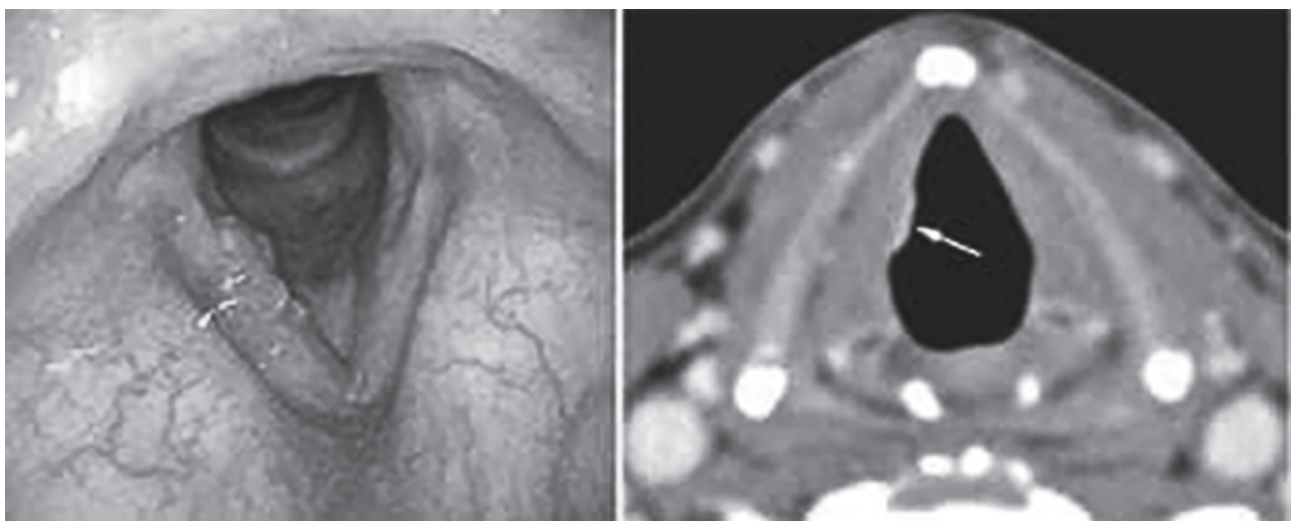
Cancer laringian glotic precoce, vizibil pe o cordă vocală la endoscopie (imagine din stânga, săgeată albă) ca excrescențe, iar pe CT (imagine din dreapta, săgeată albă) ca o densitate anormală a țesuturilor moi [17].
